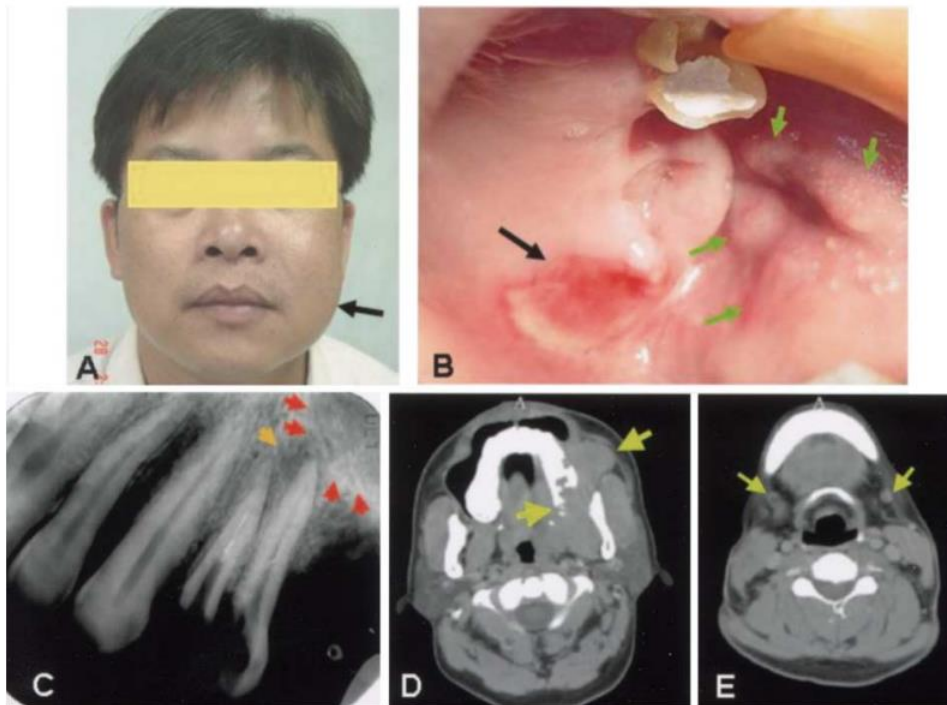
A) Fotografia extra-oral demonstrando aumento de volume associado ao lado esquerdo da face; B) Ulceração na tuberosidade esquerda e tumefacção na mucosa palatina esquerda; C) Radiografia periapical revela uma lesão apical sobre a raiz residual do 2.º pré-molar superior esquerdo; D) TC revela lesões de tecido mole extensas; E) TC revela envolvimento ganglionar submandibular bilateral. Adaptado de (Chen et al., 2004)
